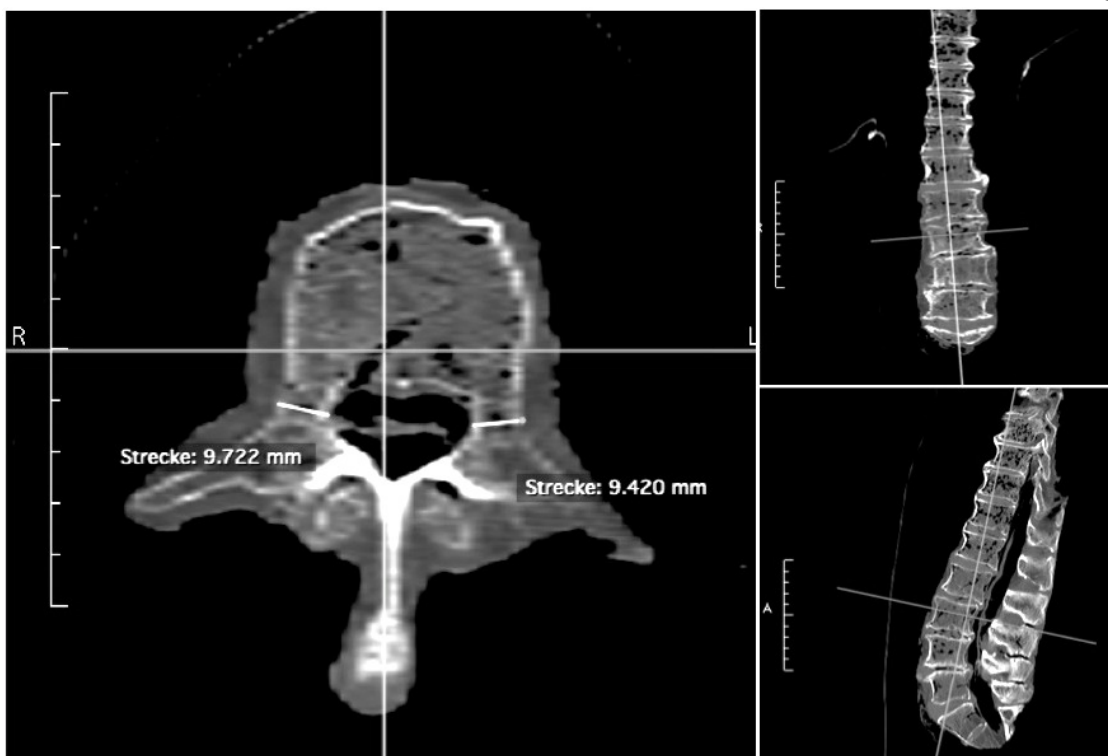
Ausmessung der Pedikelweite in den CT-Aufnahmen. Bild links: axiale Schnittebene zur Vermessung der Pedikelweite, Bild rechts oben: coronare Schnittebene, Bild rechts unten: sagittale Schnittebene.
